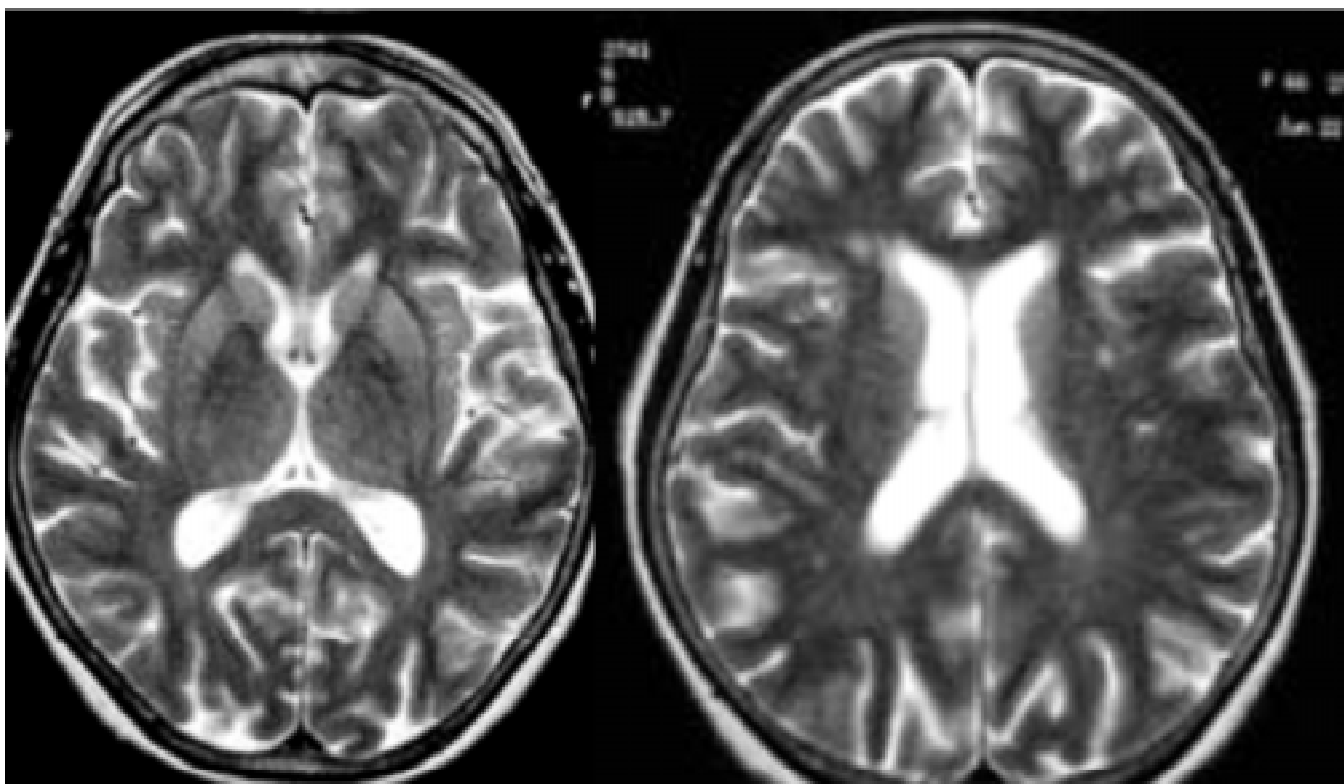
Resonancia magnética de cráneo.
